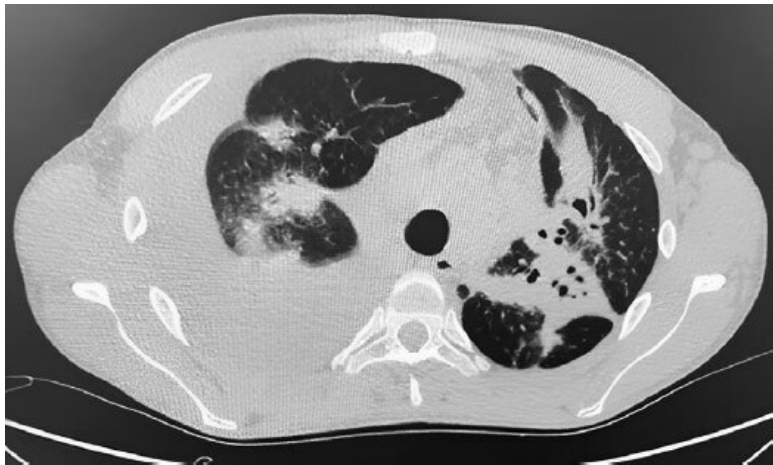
КТ органов грудной полости (ОГП)
